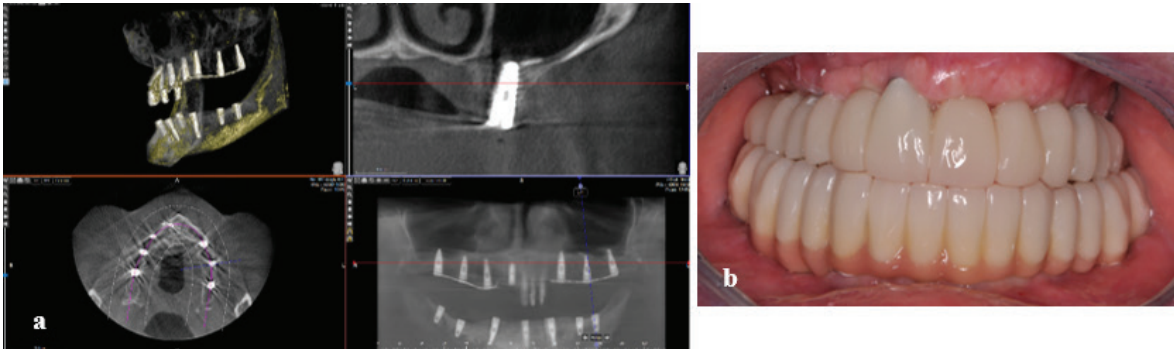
Tomografie computerizată după 8 luni (a), aspectul construcției protetice provizorii (b).
